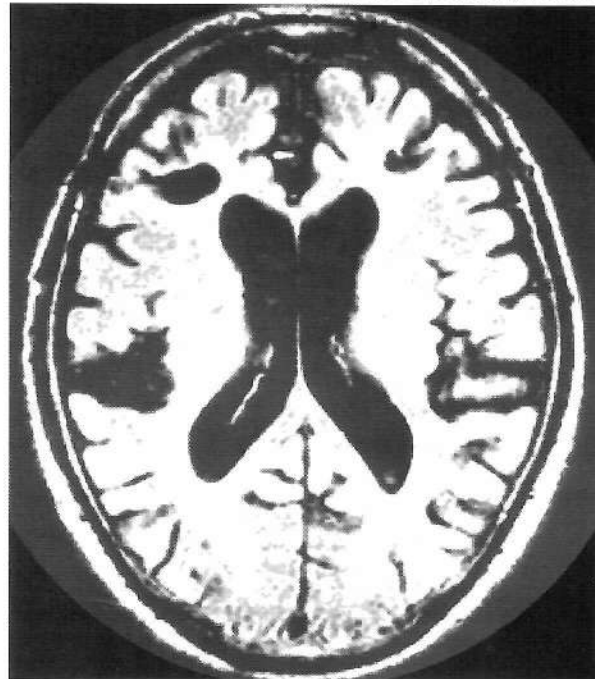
Resonancia cerebral simple en corte axial que muestra lesiones frontales después de lobotomía.
